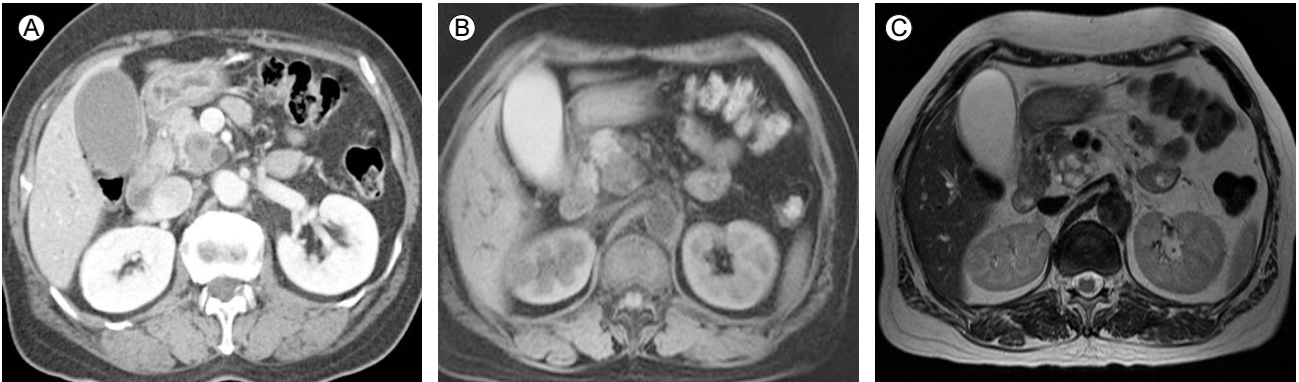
Branch duct IPMN with malignant transformation of the uncinete process of the pancreas. Contrast enhanced CT on portal phase (A) shows multiple clustered cystic mass with enhancing mural nodules and thickening of the septa. T1-weighted MR image (B) shows low signal intensity cystic mass and T2-weighted MR image (C) shows high signal intensity cystic mass with thickening of septa which is suggestive of malignancy.
